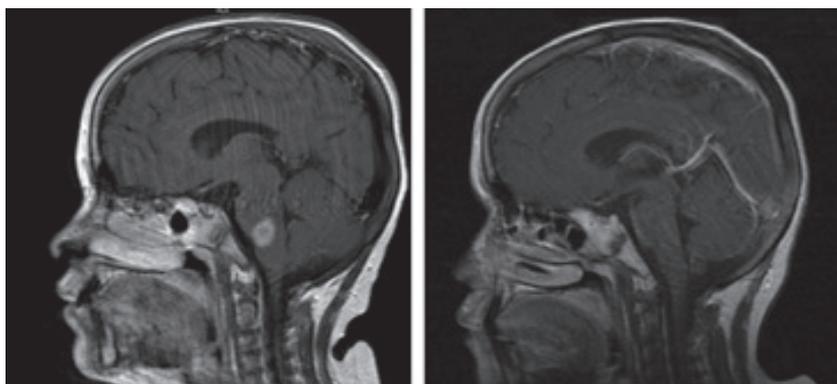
RMN cerebral con lesión. Figura 3b. RMN cerebral control posbulboprotuberancial previa tratamiento (5 años) al tratamiento
